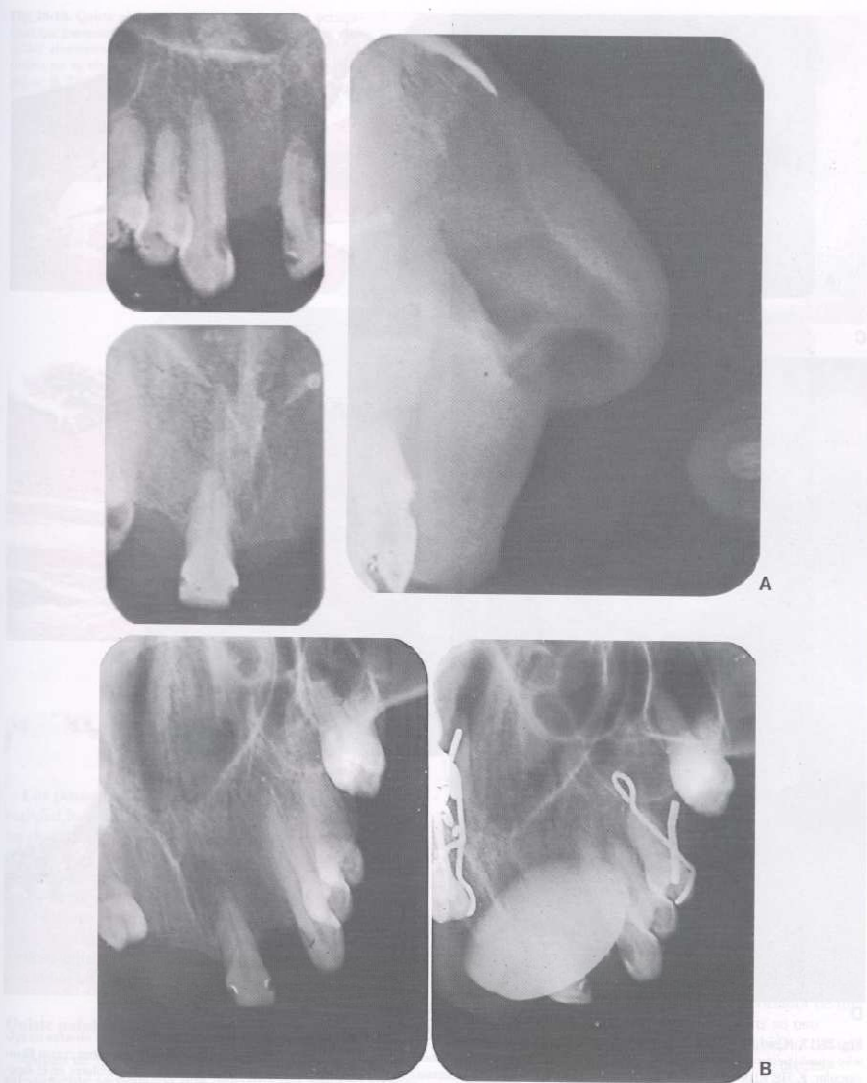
Quiste nasolabial. A. Radiografía periapical y lateral sin evidencia de la patología. El examen clínico fue sugestivo de la lesión en los tejidos blandos. B. Técnica oclusal con incidencia oblicua que complementa el estudio anterior (izquierda). Con medio de contraste colocado dentro de la cavidad quística (derecha).
